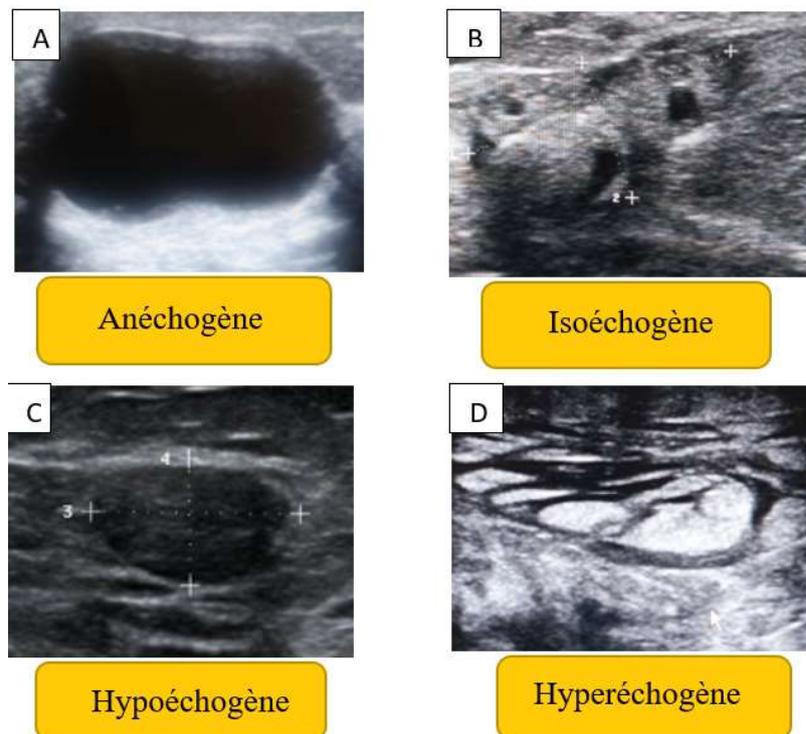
Analyse du contenu interne d'une masse en échographie. A. Anéchogène : kyste. B. Isoéchogène : Cytostéatonécrose. C. Hypoéchogène : adénofibrome. D. Hyperéchogène : lobules graisseux œdémateux.
